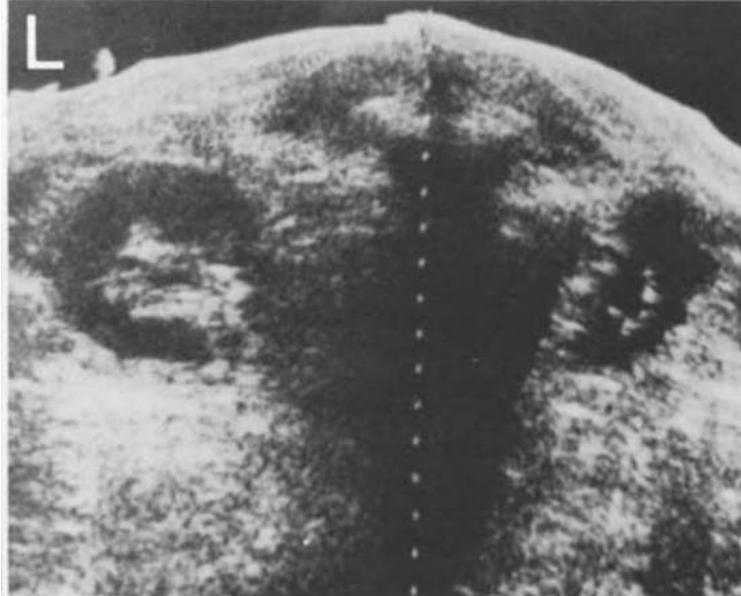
Imagen referencial. ecografía renal que muestra un riñón izquierdo grande con ecos difusos a nivel cortico medular y ecogenicidad distal incrementada (12).
